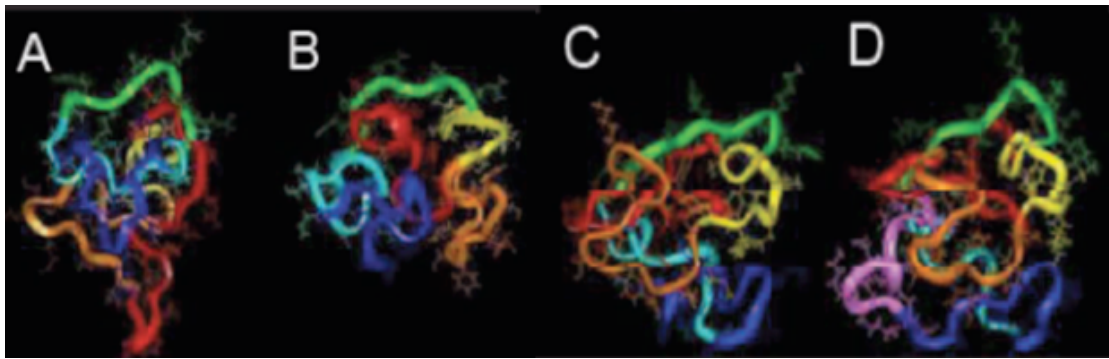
Structure tridimensionnelle de 3 variants de la protéine Tat. Les structures obtenues par RMN des variants de Tat Z2 (A), Tat Mal (C) et Tat Eli (D) sont représentés ci-dessus. Les six régions de Tat sont représentées en rouge, orange, jaune, vert, bleu clair et bleu. Les résidus en rose, sont présents à l'extrémité C-ter de la protéine Tat Eli. Le variant A a été chimiquement modifié, alors que les trois autres, biologiquement actifs, affichent un repliement similaire.
